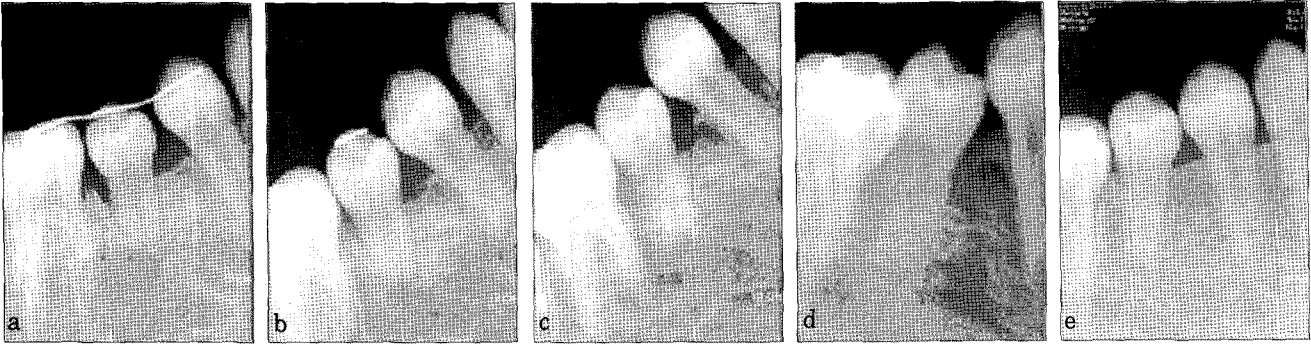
Periapical radiographs after autotransplantation. (a) 3-weeks (b) 6-weeks (c) 3-months (d) 6-months (e) 12-months
